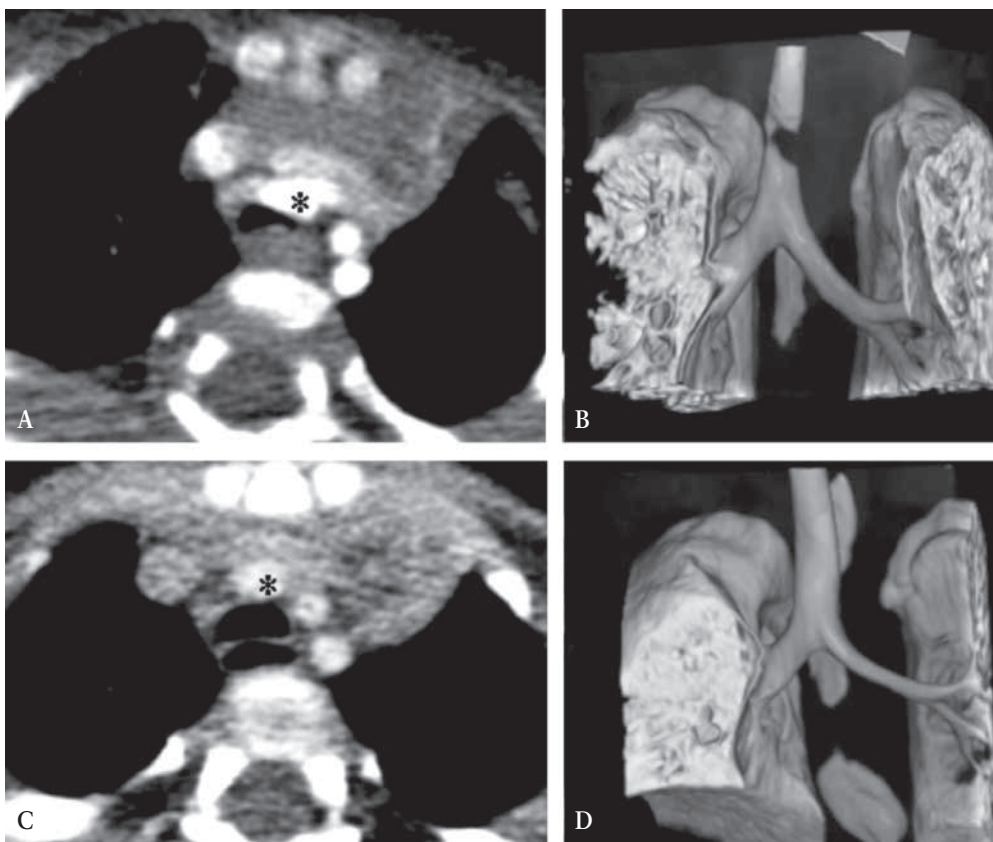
TC preoperatoria demostrando en imagen transversal (A) notable compresión anterior y lateral de la tráquea por la arteria innominada (asterisco). B) Reconstrucción tridimensional. En TC postoperatoria se observa normalización de la luz traqueal tanto en imagen transversal (C) como en la volumétrica tridimensional (D).
